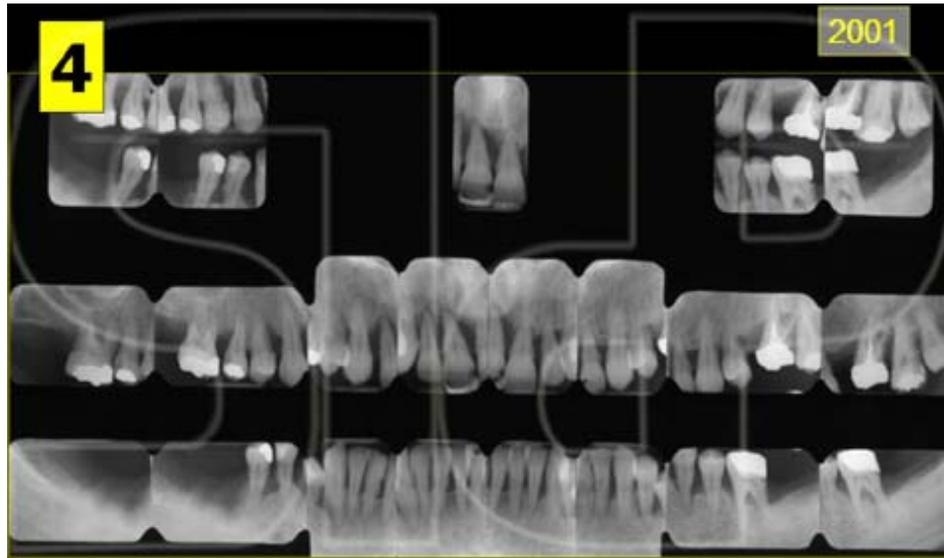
Status radiografico iniziale: è evidente la notevole perdita di supporto osseo accentuato particolarmente nel gruppo frontale superiore dove il trauma occlusale è responsabile dell'effetto demineralizzante.
